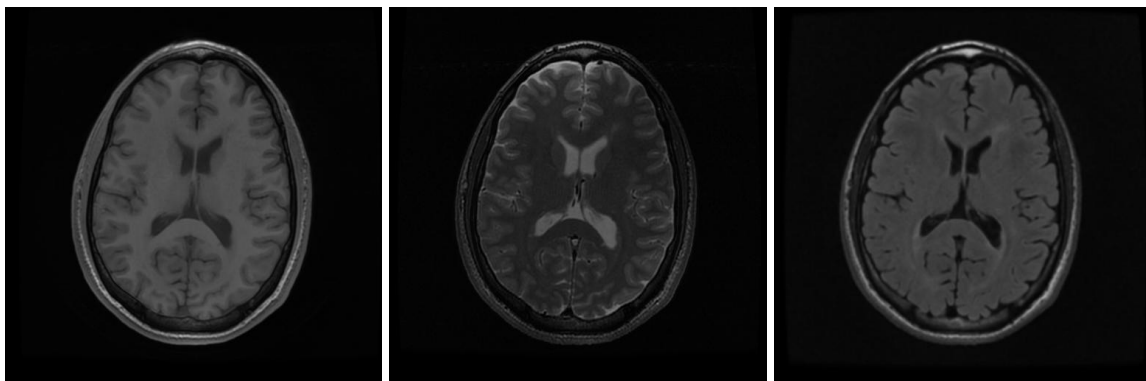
Ejemplo de Imagen T1 Figura 2.2: Ejemplo de Imagen T2 Figura 2.3: Ejemplo de Imagen T2-FLAIR
